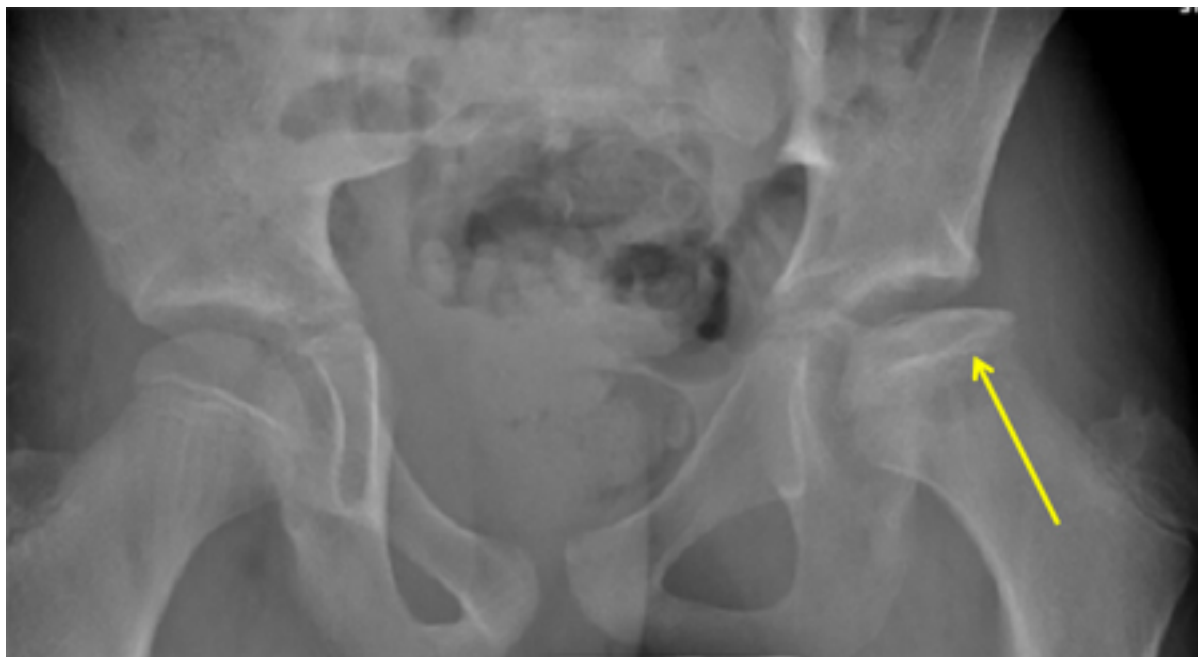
Radiografia do estágio 3 mostrando reossificação
